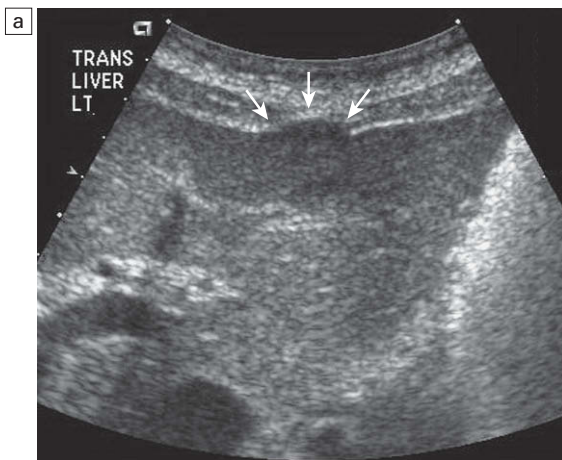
Imagen ecográfica transversal del lóbulo hepático izquierdo en la que se aprecia un nódulo focal prominente sobre el contorno capsular (flechas) (a). La imagen ecográfica aislada no permite caracterizar mejor esta lesión. Fase arterial de una TC con contraste (b) que demuestra que la lesión es una masa hipervascular (flecha), con más probabilidad un carcinoma hepatocelular. Al incorporar contraste ecográfico, algunos centros son capaces de utilizar el Doppler para identificar malignidad durante la valoración de un trasplante.
